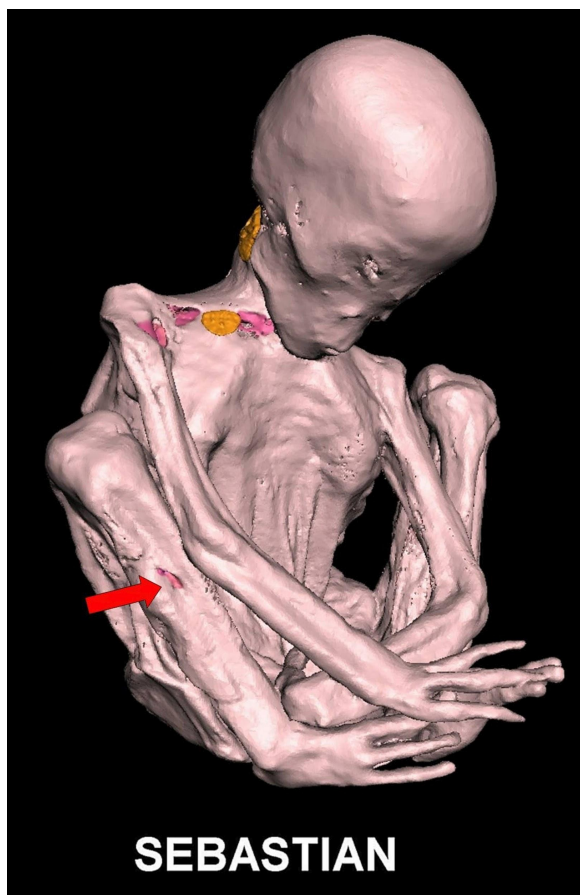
TC en 3D que muestra una herida (flecha roja) en la espinilla derecha.
